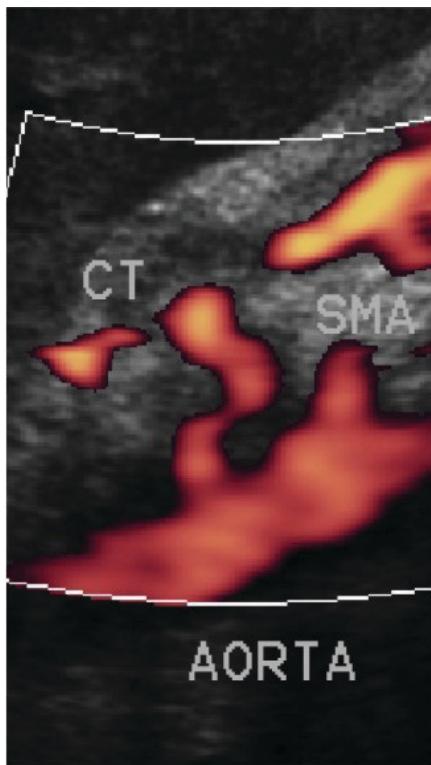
Doppler ultrasonography conducted after sectioning the arcuate ligament, showing absence of compression of the celiac trunk, leaving only residual stenosis with post-stenotic dilation. CT = celiac trunk; SMA = superior mesenteric artery.
